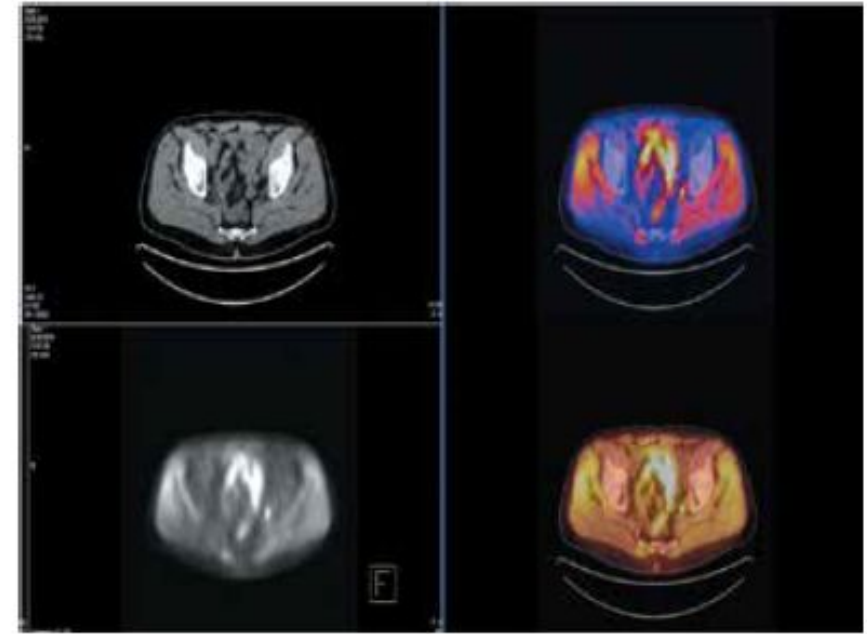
Пациент №3: позитронно-эмиссионная томография/компьютерная томография с ^{11}C -холином. Определяется накопление препарата в запирательных лимфатических узлах (преимущественно слева) диаметром до 8 и 10 мм. Отсутствие накопления холина в ложе удаленной предстательной железы
